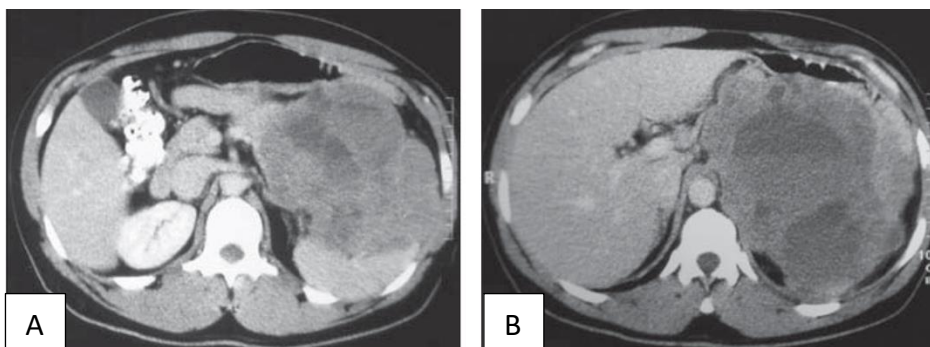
(A,B) Tomografia computadorizada com contraste oral e venoso mostrando volumosa lesão expansiva heterogênea, com crescimento extraluminal, localizada no fundo gástrico, estendendo-se ao baço (A) e pilar diafragmático esquerdo (B).
